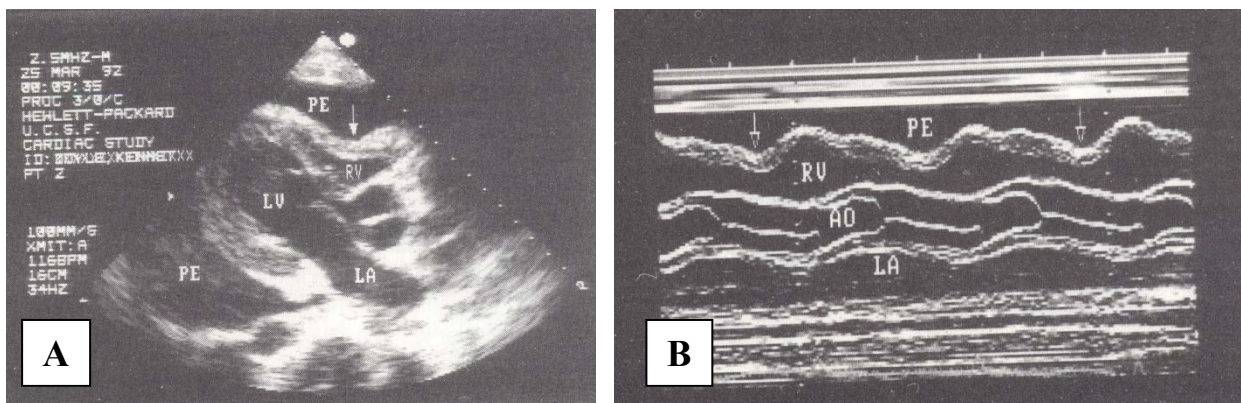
Выпот в полости перикарда, сопровождающийся коллапсированием правого желудочка (стрелки) (Н. Шиллер, Клиническая эхокардиография). Парастеральная длинная ось левого желудочка: двумерное (А) и М-модальное (В) изображения. PE – жидкость в полости перикарда, LV – левый желудочек, RV – правый желудочек, LA – левое предсердие, RA – правое предсердие, Ao – аорта.
